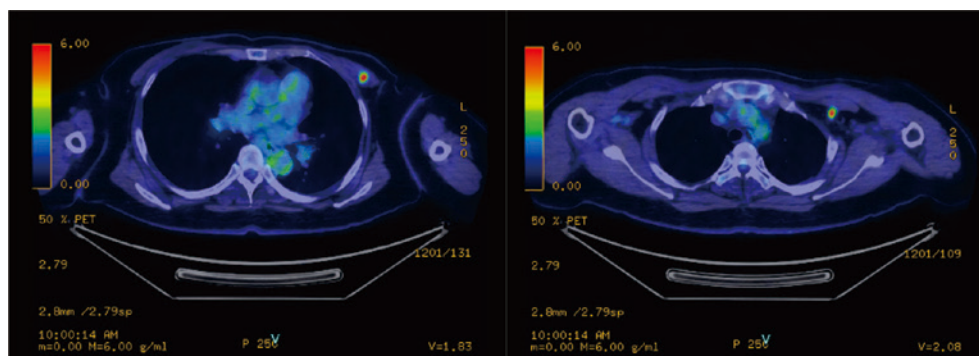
PET-CT：左大胸筋内腫瘍および左腋窩リンパ節に異常集積を認めた（SUV max=8.25, 6.01）。
